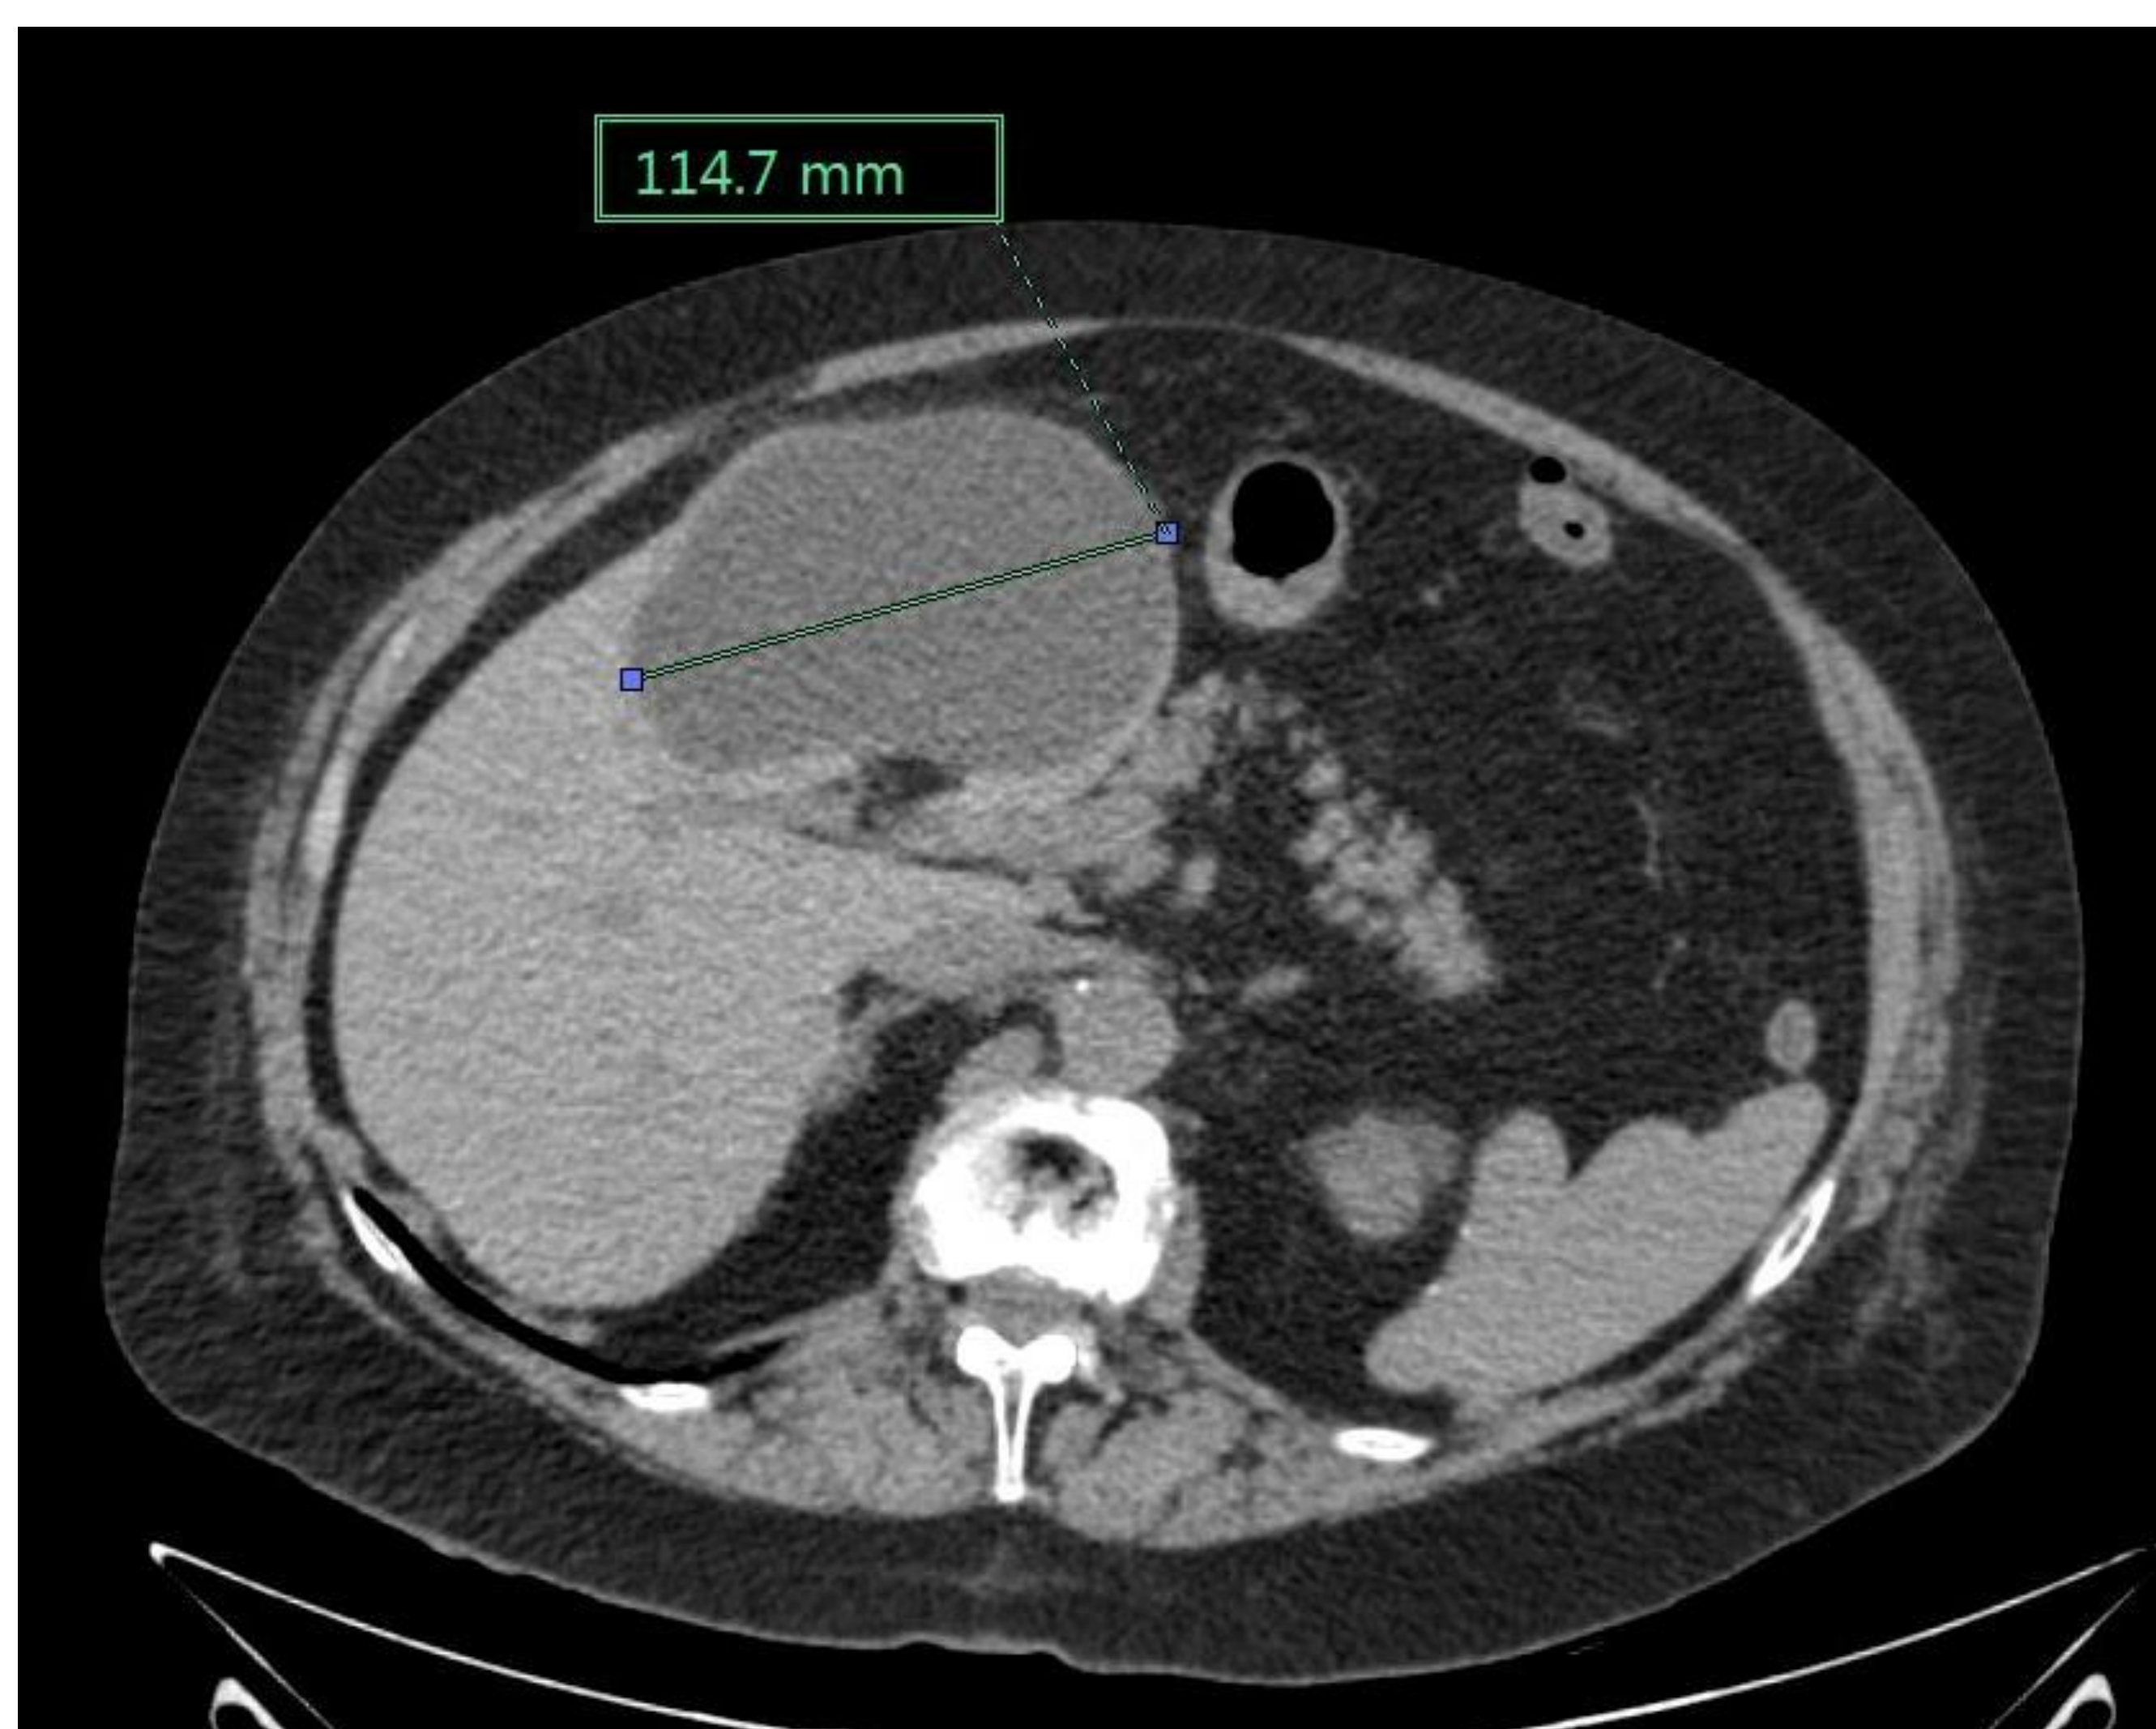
Imagen axial de TC sin CIV, en la que se observa un quiste en el lóbulo hepático izquierdo de aproximadamente 11,4 cm, el cual fue elegido para tratar con alcoholización guiado por TC.
